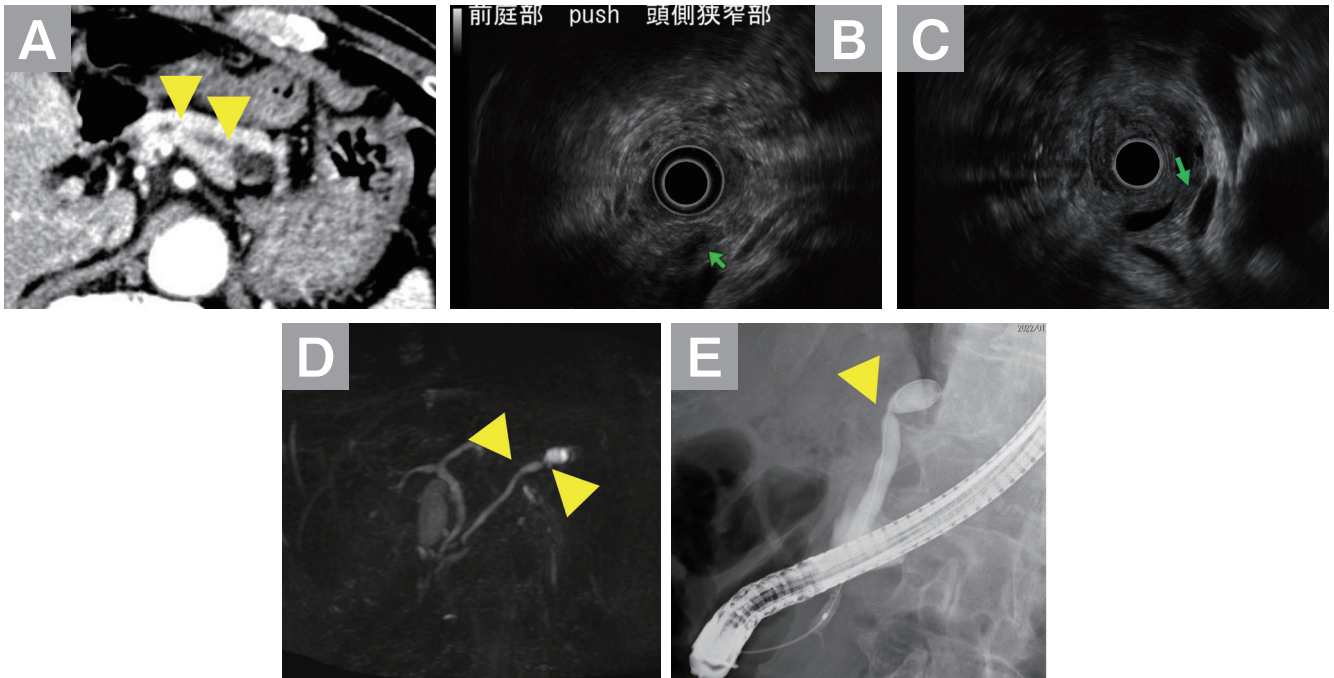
症例3の画像所見 A:造影CT 膵体部と膵体尾部に2か所主膵管狭窄を認め(黄矢頭),尾側は拡張している.
